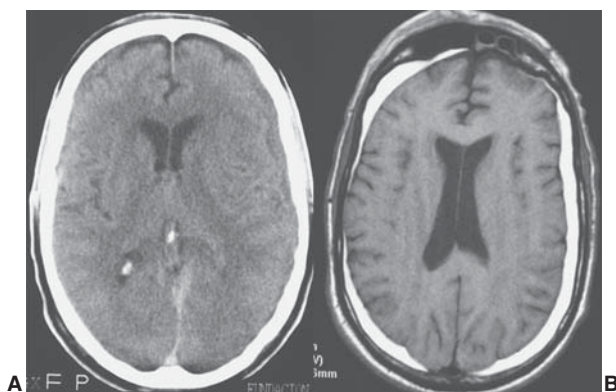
Hematoma subdural subagudo. A) TC muestra colecciones en forma de media luna bilaterales con densidad muy similar a la del parénquima nervioso. B) RM eco de espín con información T1 del mismo paciente, colecciones subdurales de alta señal por su contenido hemático en estado de metahemoglobina.
